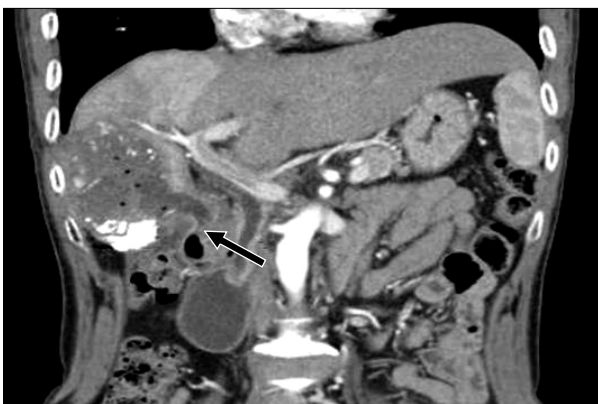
One month after the last TACE, abdominal computed tomography revealed a ruptured of hepatocellular carcinoma at the S7 of the liver with abscess formation and fistular tract to the duodenum. TACE, transarterial chemoembolization.
